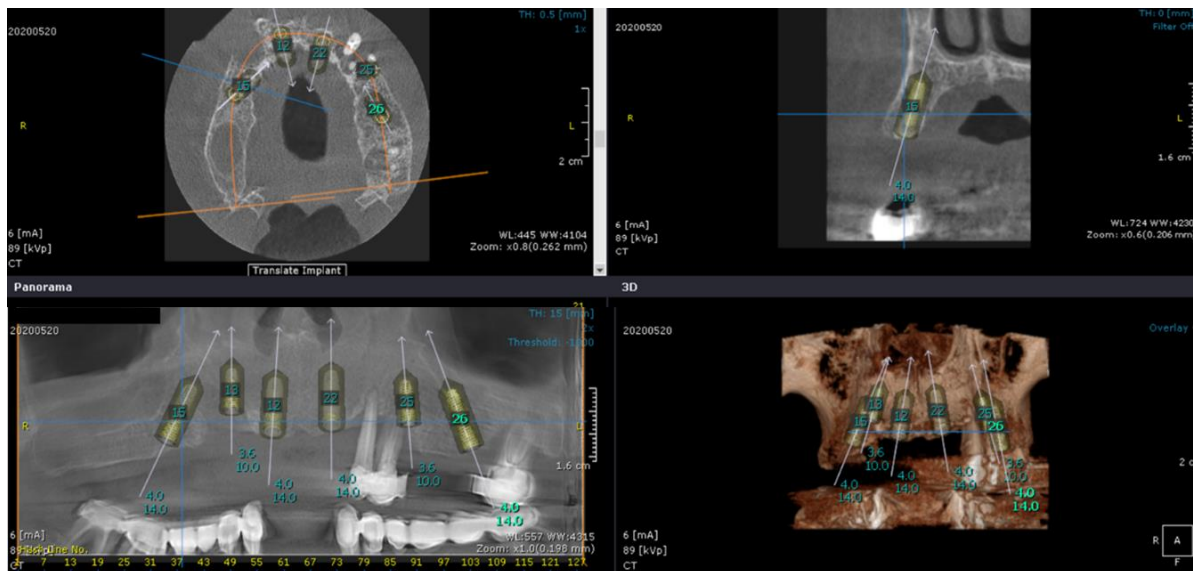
Planificarea inserării implantelor angulate pe CBCT preoperator.
